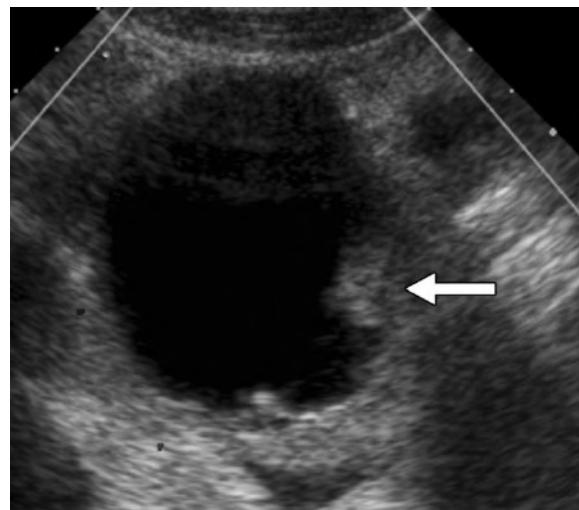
Эхотомограмма дермоидной кисты яичника
